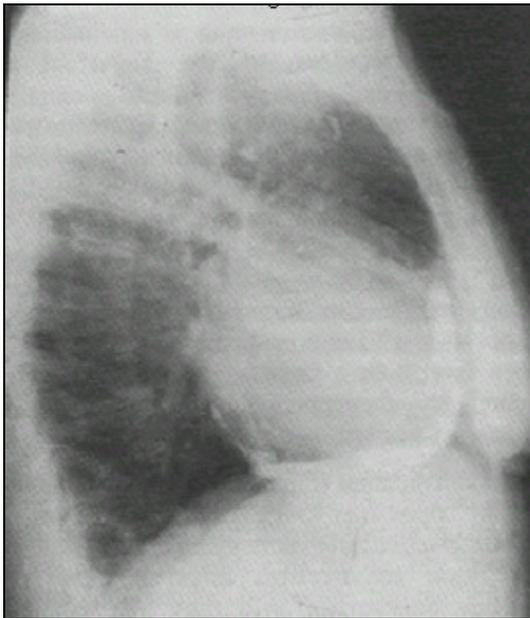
Radiographie: calcification du péricarde
